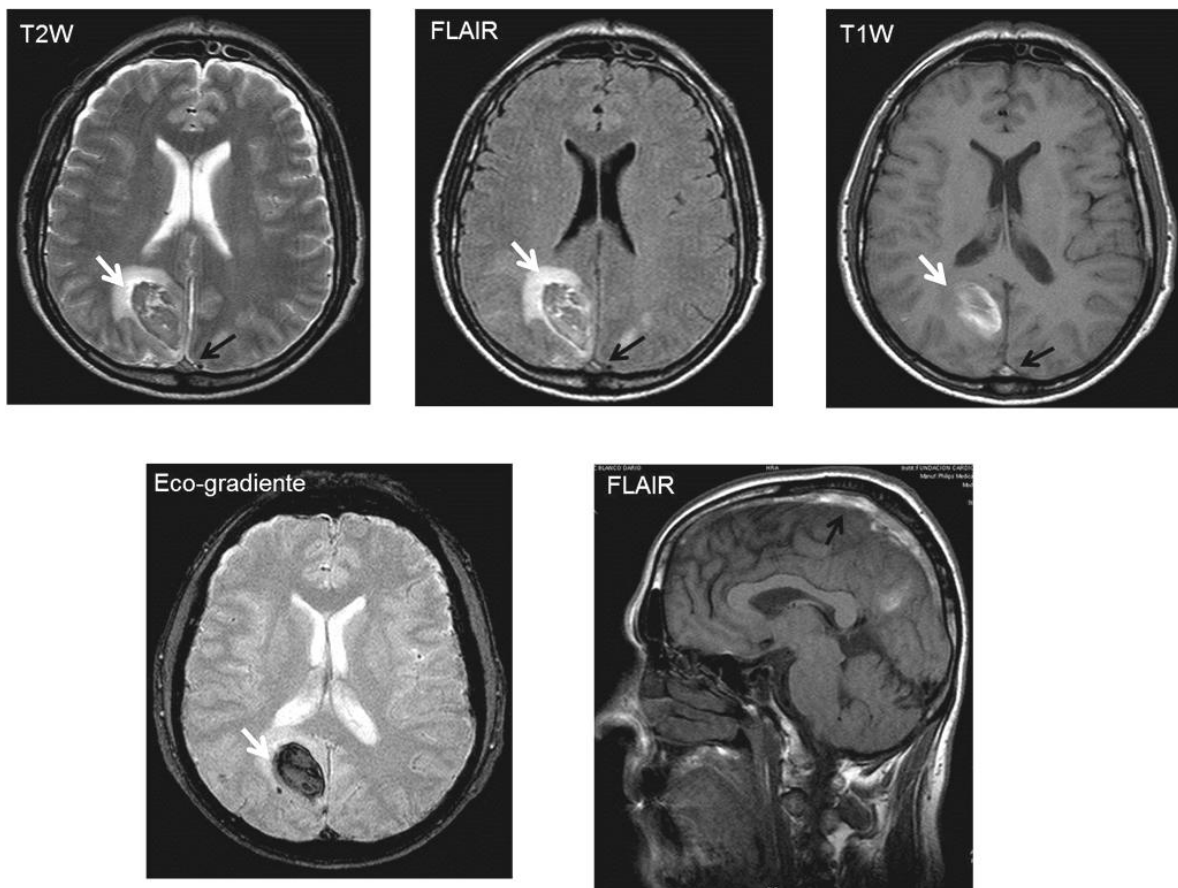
Trombosis de seno longitudinal superior. Se evidencia en las imágenes de T2W, FLAIR y T1W hiperintensidad del seno longitudinal superior o ausencia del vacío de señal normal
